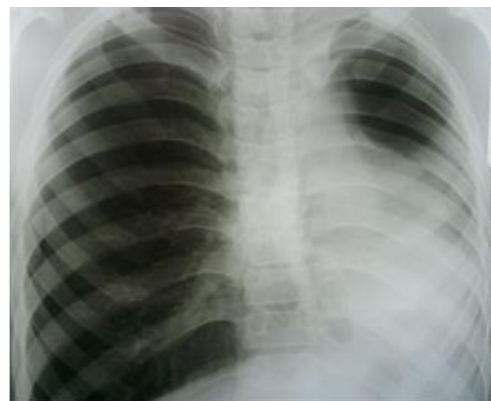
Radiografia cutiei toracice. Aspect imagistic de agenezia plămînelui stîng. Hernierea plămînelui drept
